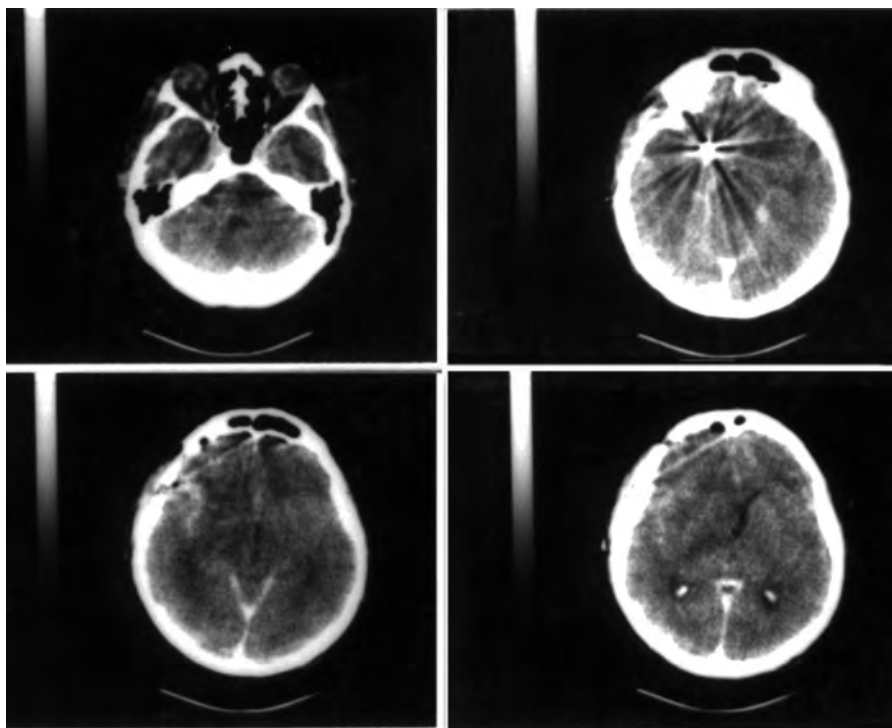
Caso nº 3 – TC Crânio. (Segundo exame), mostrando o edema mono-hemisférico direito.
